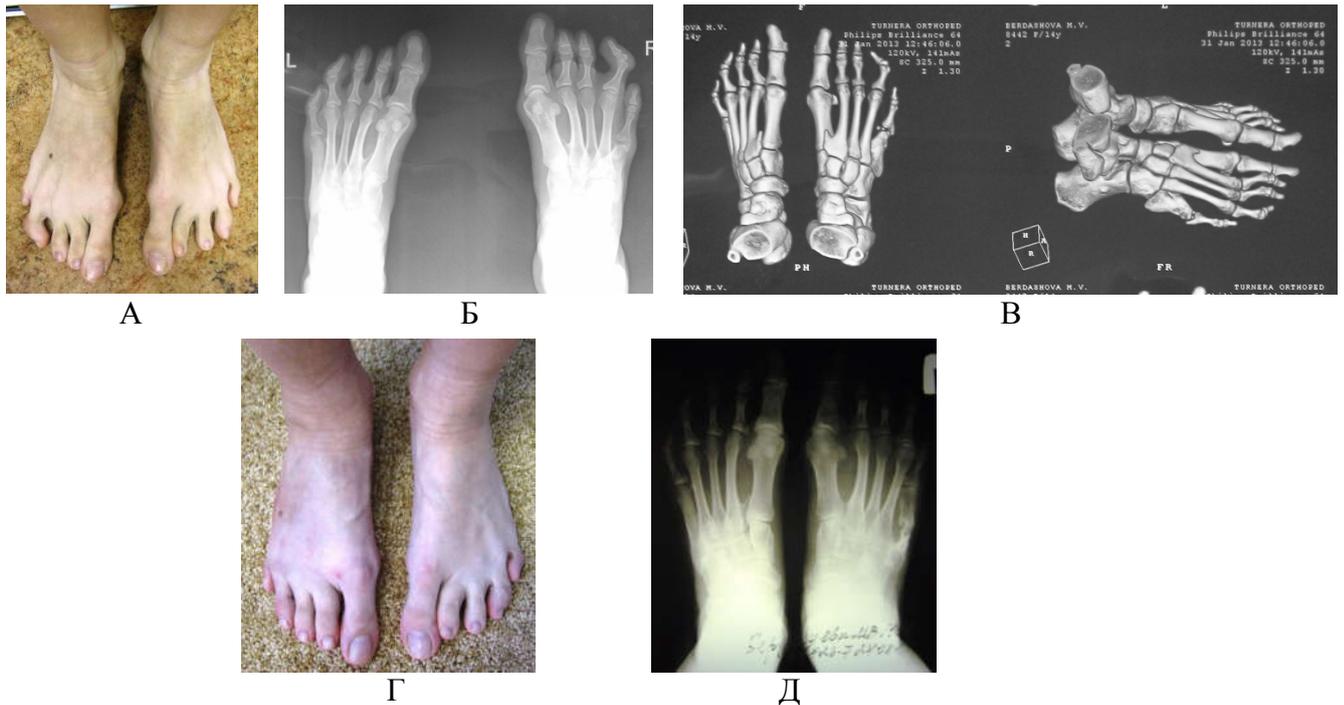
Порок развития пятой пятого луча правой стопы. Клинодактилия 4 пальца. Пациентка Б. 15 лет. Фото (А) рентгенограммы (Б) и СКТ (В) до оперативного лечения; фото (Г) и рентгенограммы после первого этапа оперативного лечения
